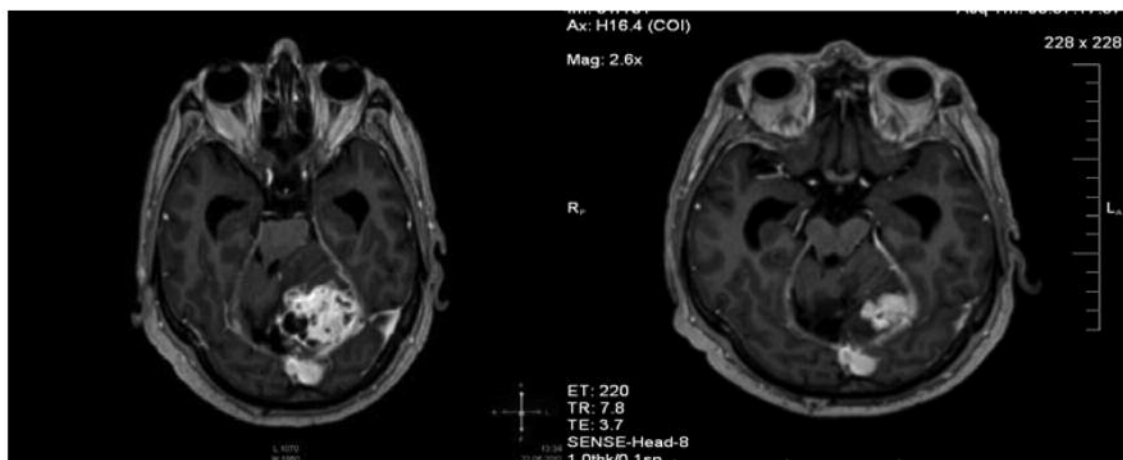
Результат лікування метастазу раку нирки в ліву гемісферу мозочка. МРТ до лікування (а) МРТ через 24 місяці після лікування (б) Часткова регресія
